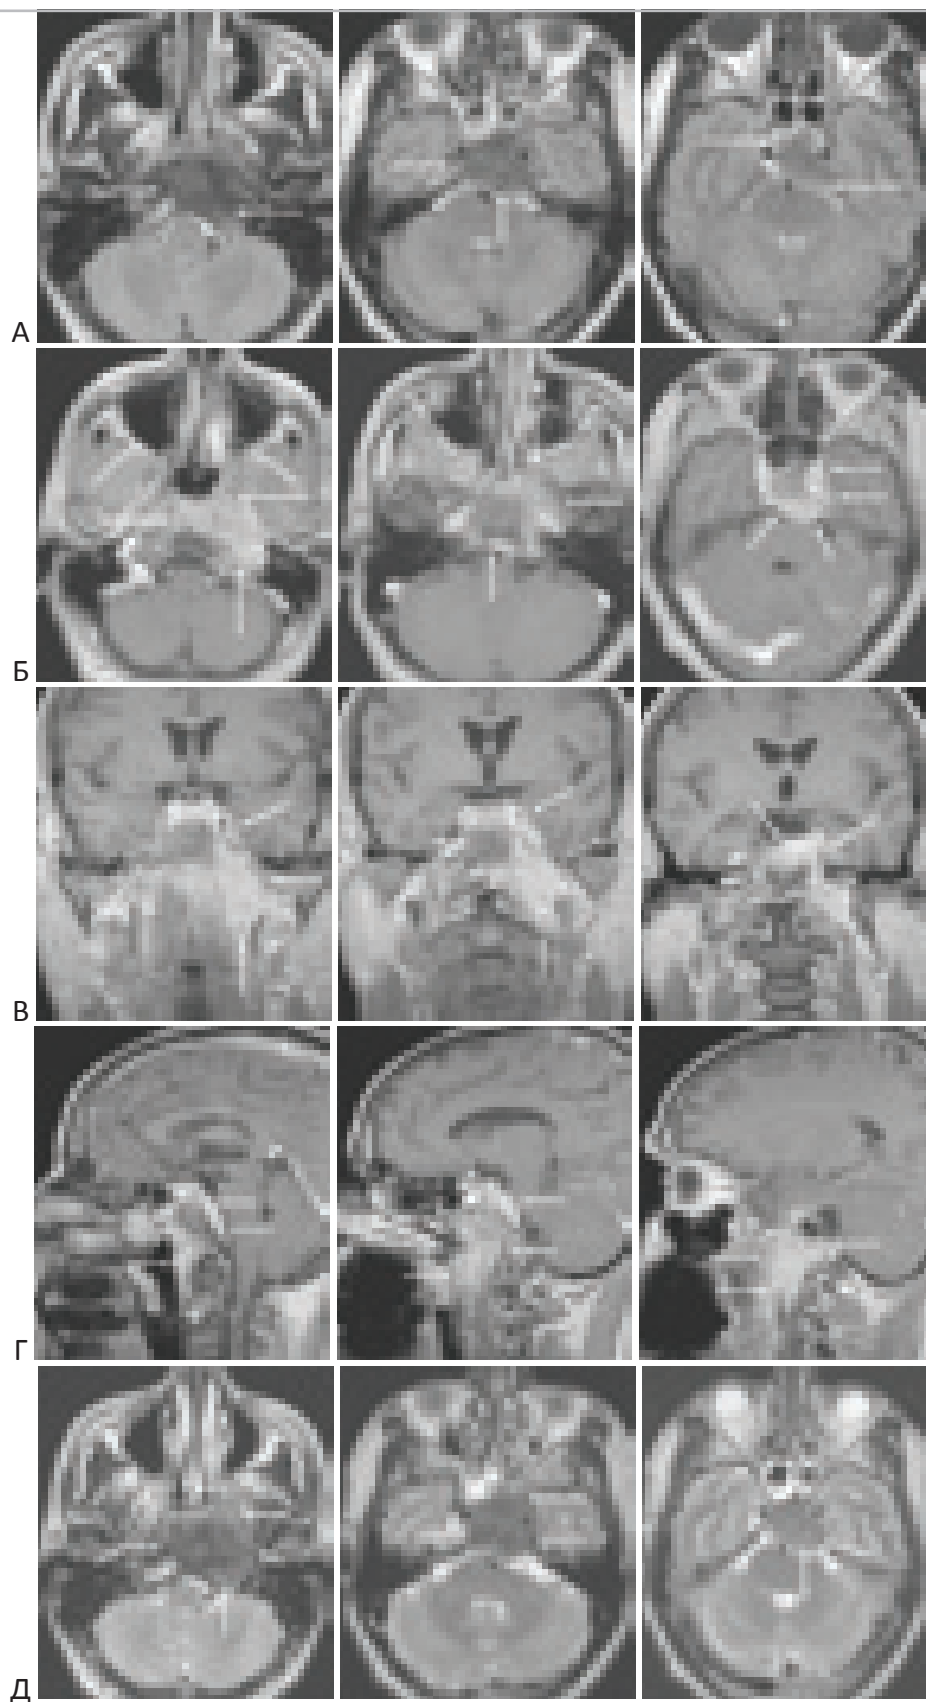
Низкодифференцированный плоскоклеточный рак. МРТ-изображения больного 52 лет. “А” – T1-взвешенные МРТ в аксиальной проекции. “Б” – T1-взвешенные МРТ с контрастным усилением. “В” – T1-взвешенные МРТ с контрастным усилением во фронтальной (коронарной) проекции. “Г” – T1-взвешенные МРТ с контрастным усилением в сагиттальной проекции. “Д” – T2-взвешенные МРТ без контраста.
